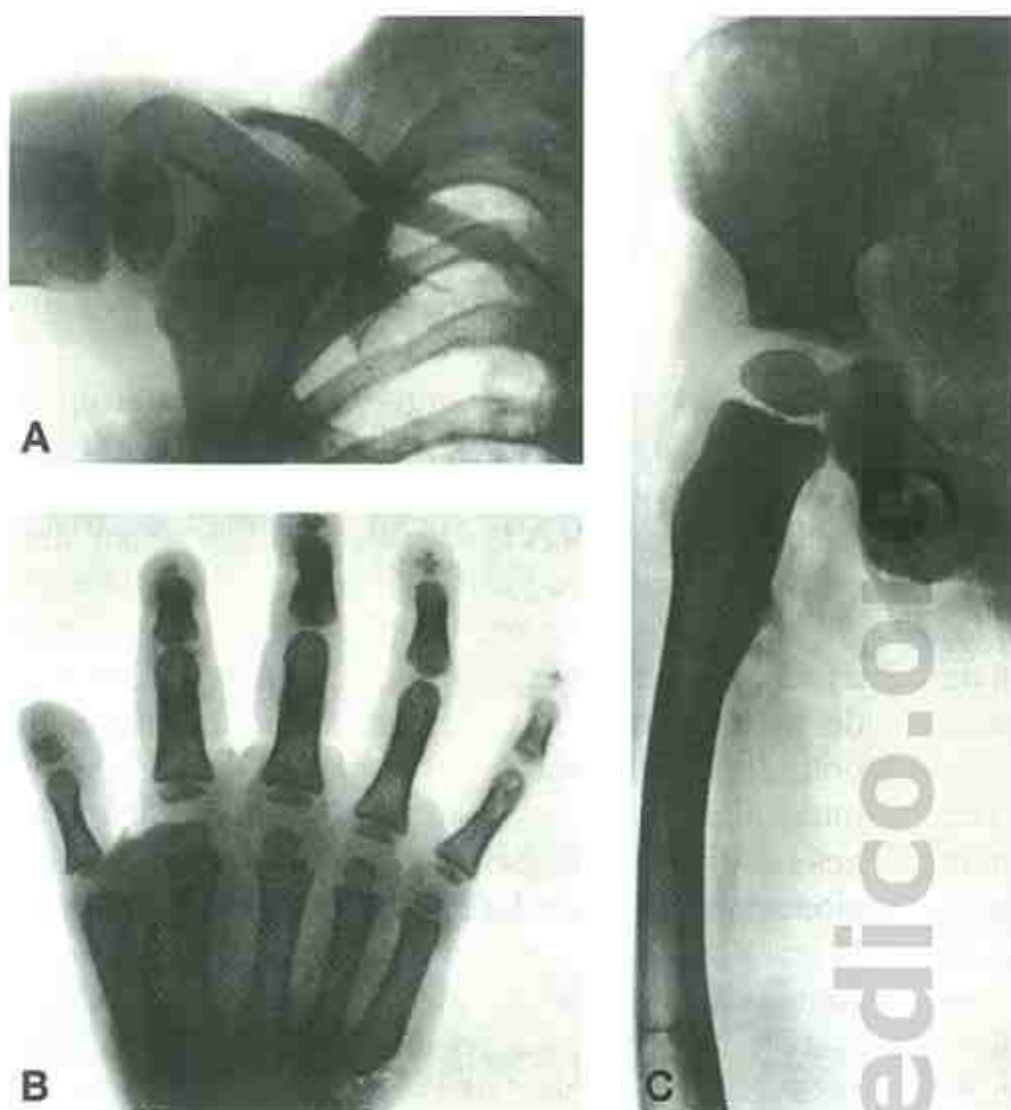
A-C, Radiografías de un niño de 3 años de edad, que presenta pérdida de la clavícula externa, falanges distales y fémur recto. (De Macleod W: Br J Radiol 1966; 39: 224; con permiso.)
